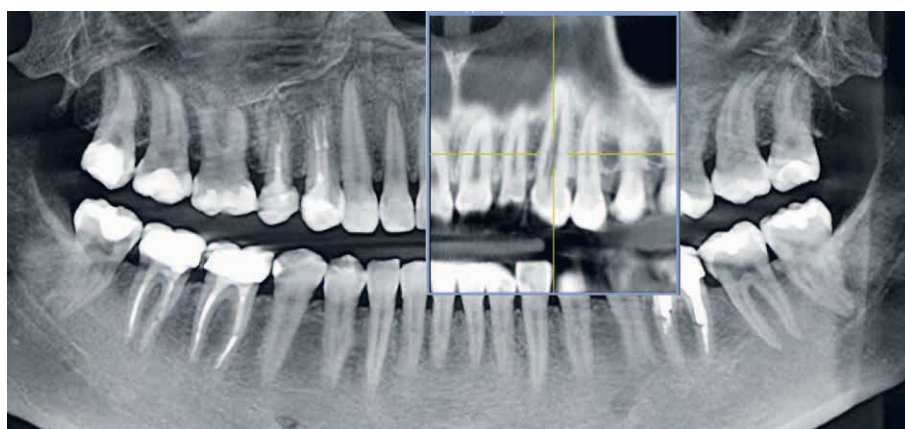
Цервикальная инвазивная резорбция зуба 26 (1 класс): на КЛКТ в формате ОПТГ в зубе 26 выявлена ЦИР (а); фрагмент КЛКТ. Отмечается очаг рентгенологического просветления на медиальной поверхности в пришеечной области (б); фрагмент КЛКТ. В зубе 26 в аксиальной проекции (трансверзальной плоскости) рентгенологическое просветление точки входа резорбции расположено на вестибулярной поверхности в пришеечной области медиального щечного корня (в)
